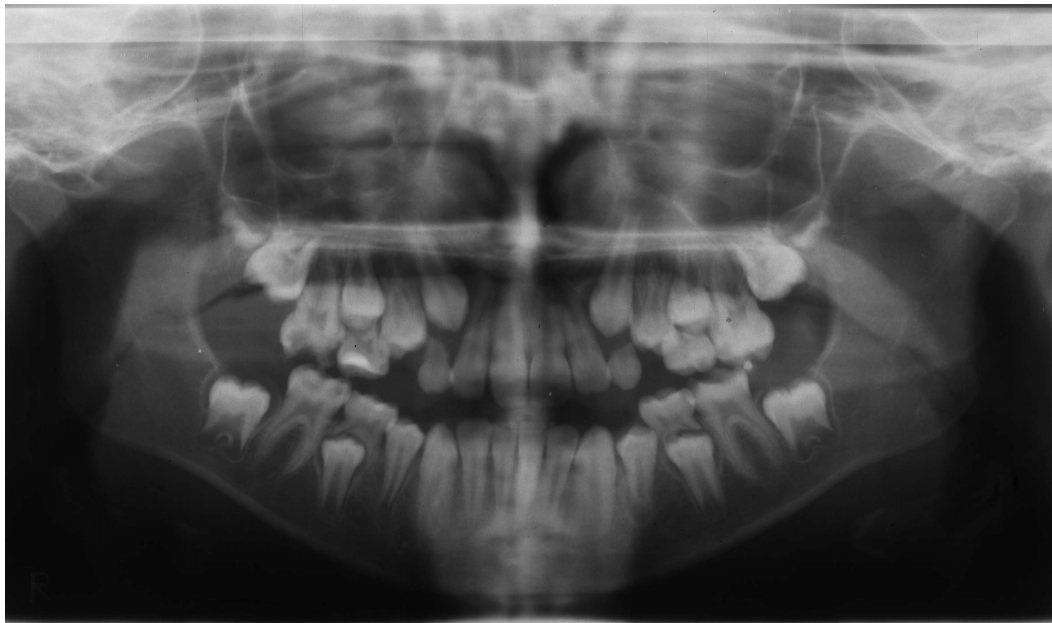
Radiografía panorámica del probando F10-4. Paciente en dentición mixta 2º fase.
